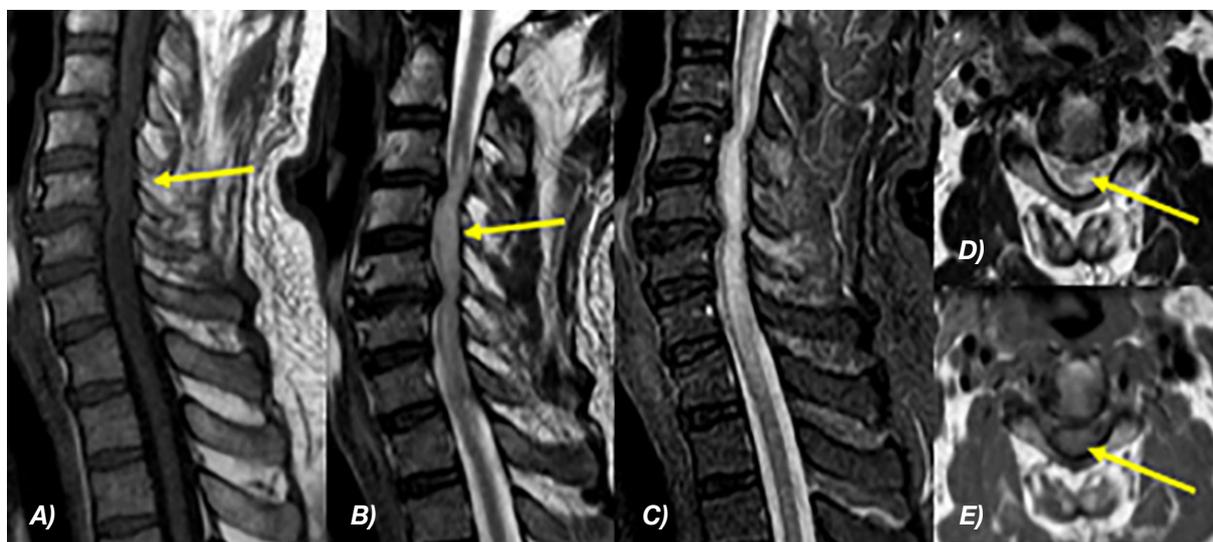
RM Simple de columna cervical simple ponderadas en: A) T1 sagital. B) T2 sagital. C) STIR sagital. D) T2 axial E) T1 axial, donde se evidencia altura del cuerpo vertebral de C5 y C6 disminuida respecto de los cuerpos vertebrales. Cambios de esclerosis en superficies articulares y confirmamos sindesmofitos en C3, C4, C5, C6. Listesis grado I de C3 sobre C4 y C4 sobre C5.
